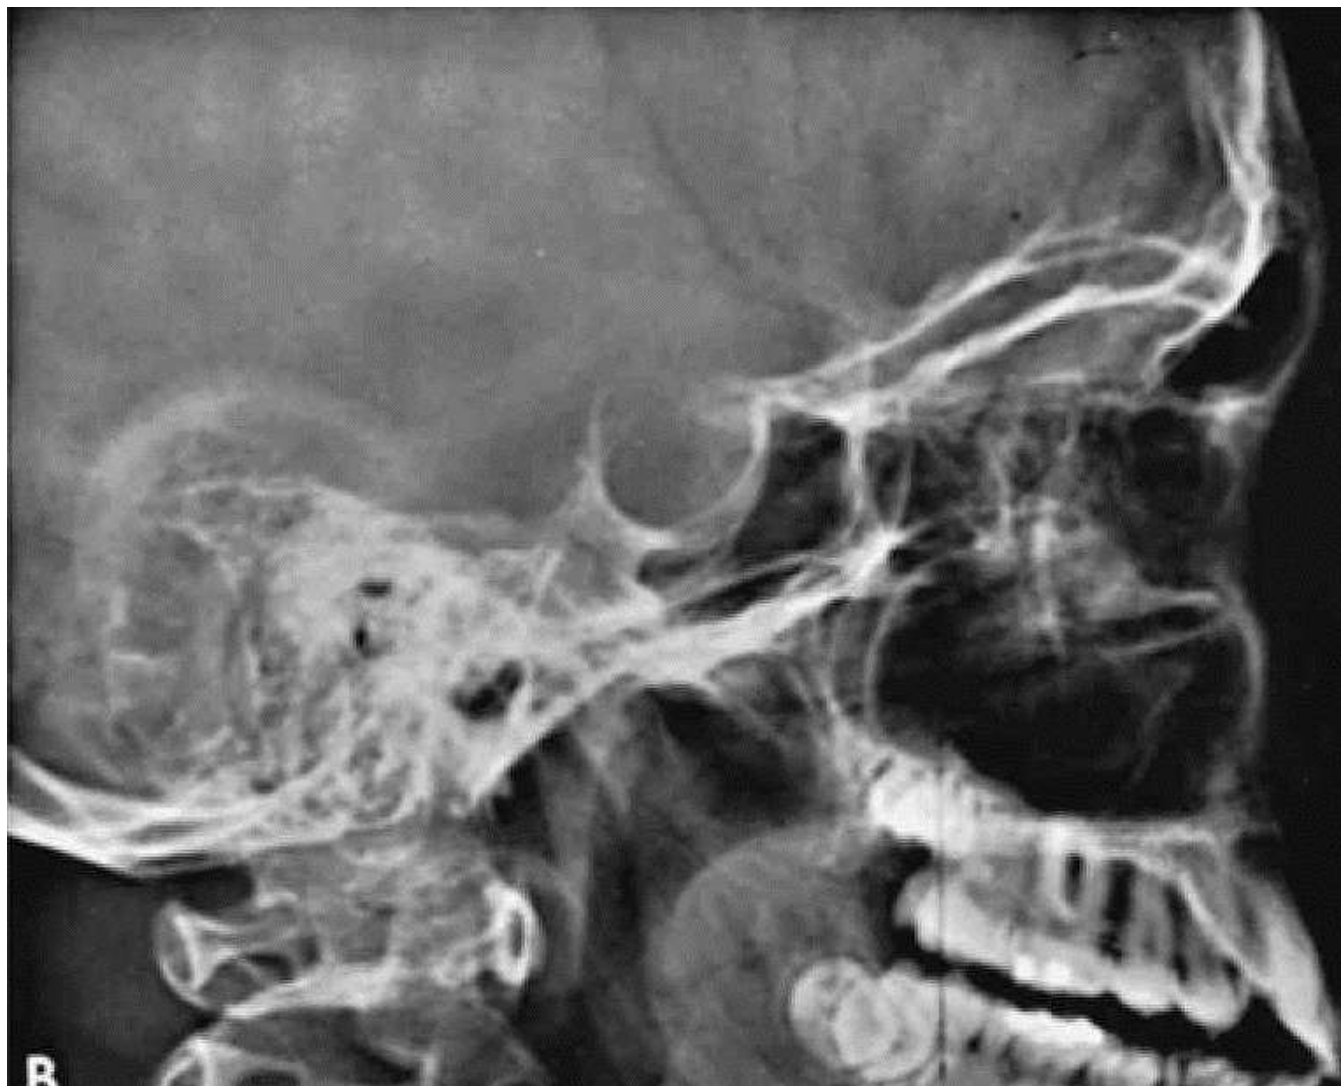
Рентгенограма черепа (бічна проекція) хворого Б. Повторнопацієнт поступив у клініку у віці 14 років із скаргами на затримку розвитку та статевого дозрівання. Лабораторні дослідження виявили недостатність гормону росту, гонадотропінів, кортикотропіну і тиреотропіну. Відмічено явне збільшення розмірів sella turcica. Неврологічне та офтальмологічне обстеження не виявило патологічних відхилень. Після призначення із замісною метою гідрокортизону і тироксина нецукровий діабет у хворого загострився. При хірургічному втручанні у хворого була виявлена велика краніофарінгеома (аденома гіпофізу).
